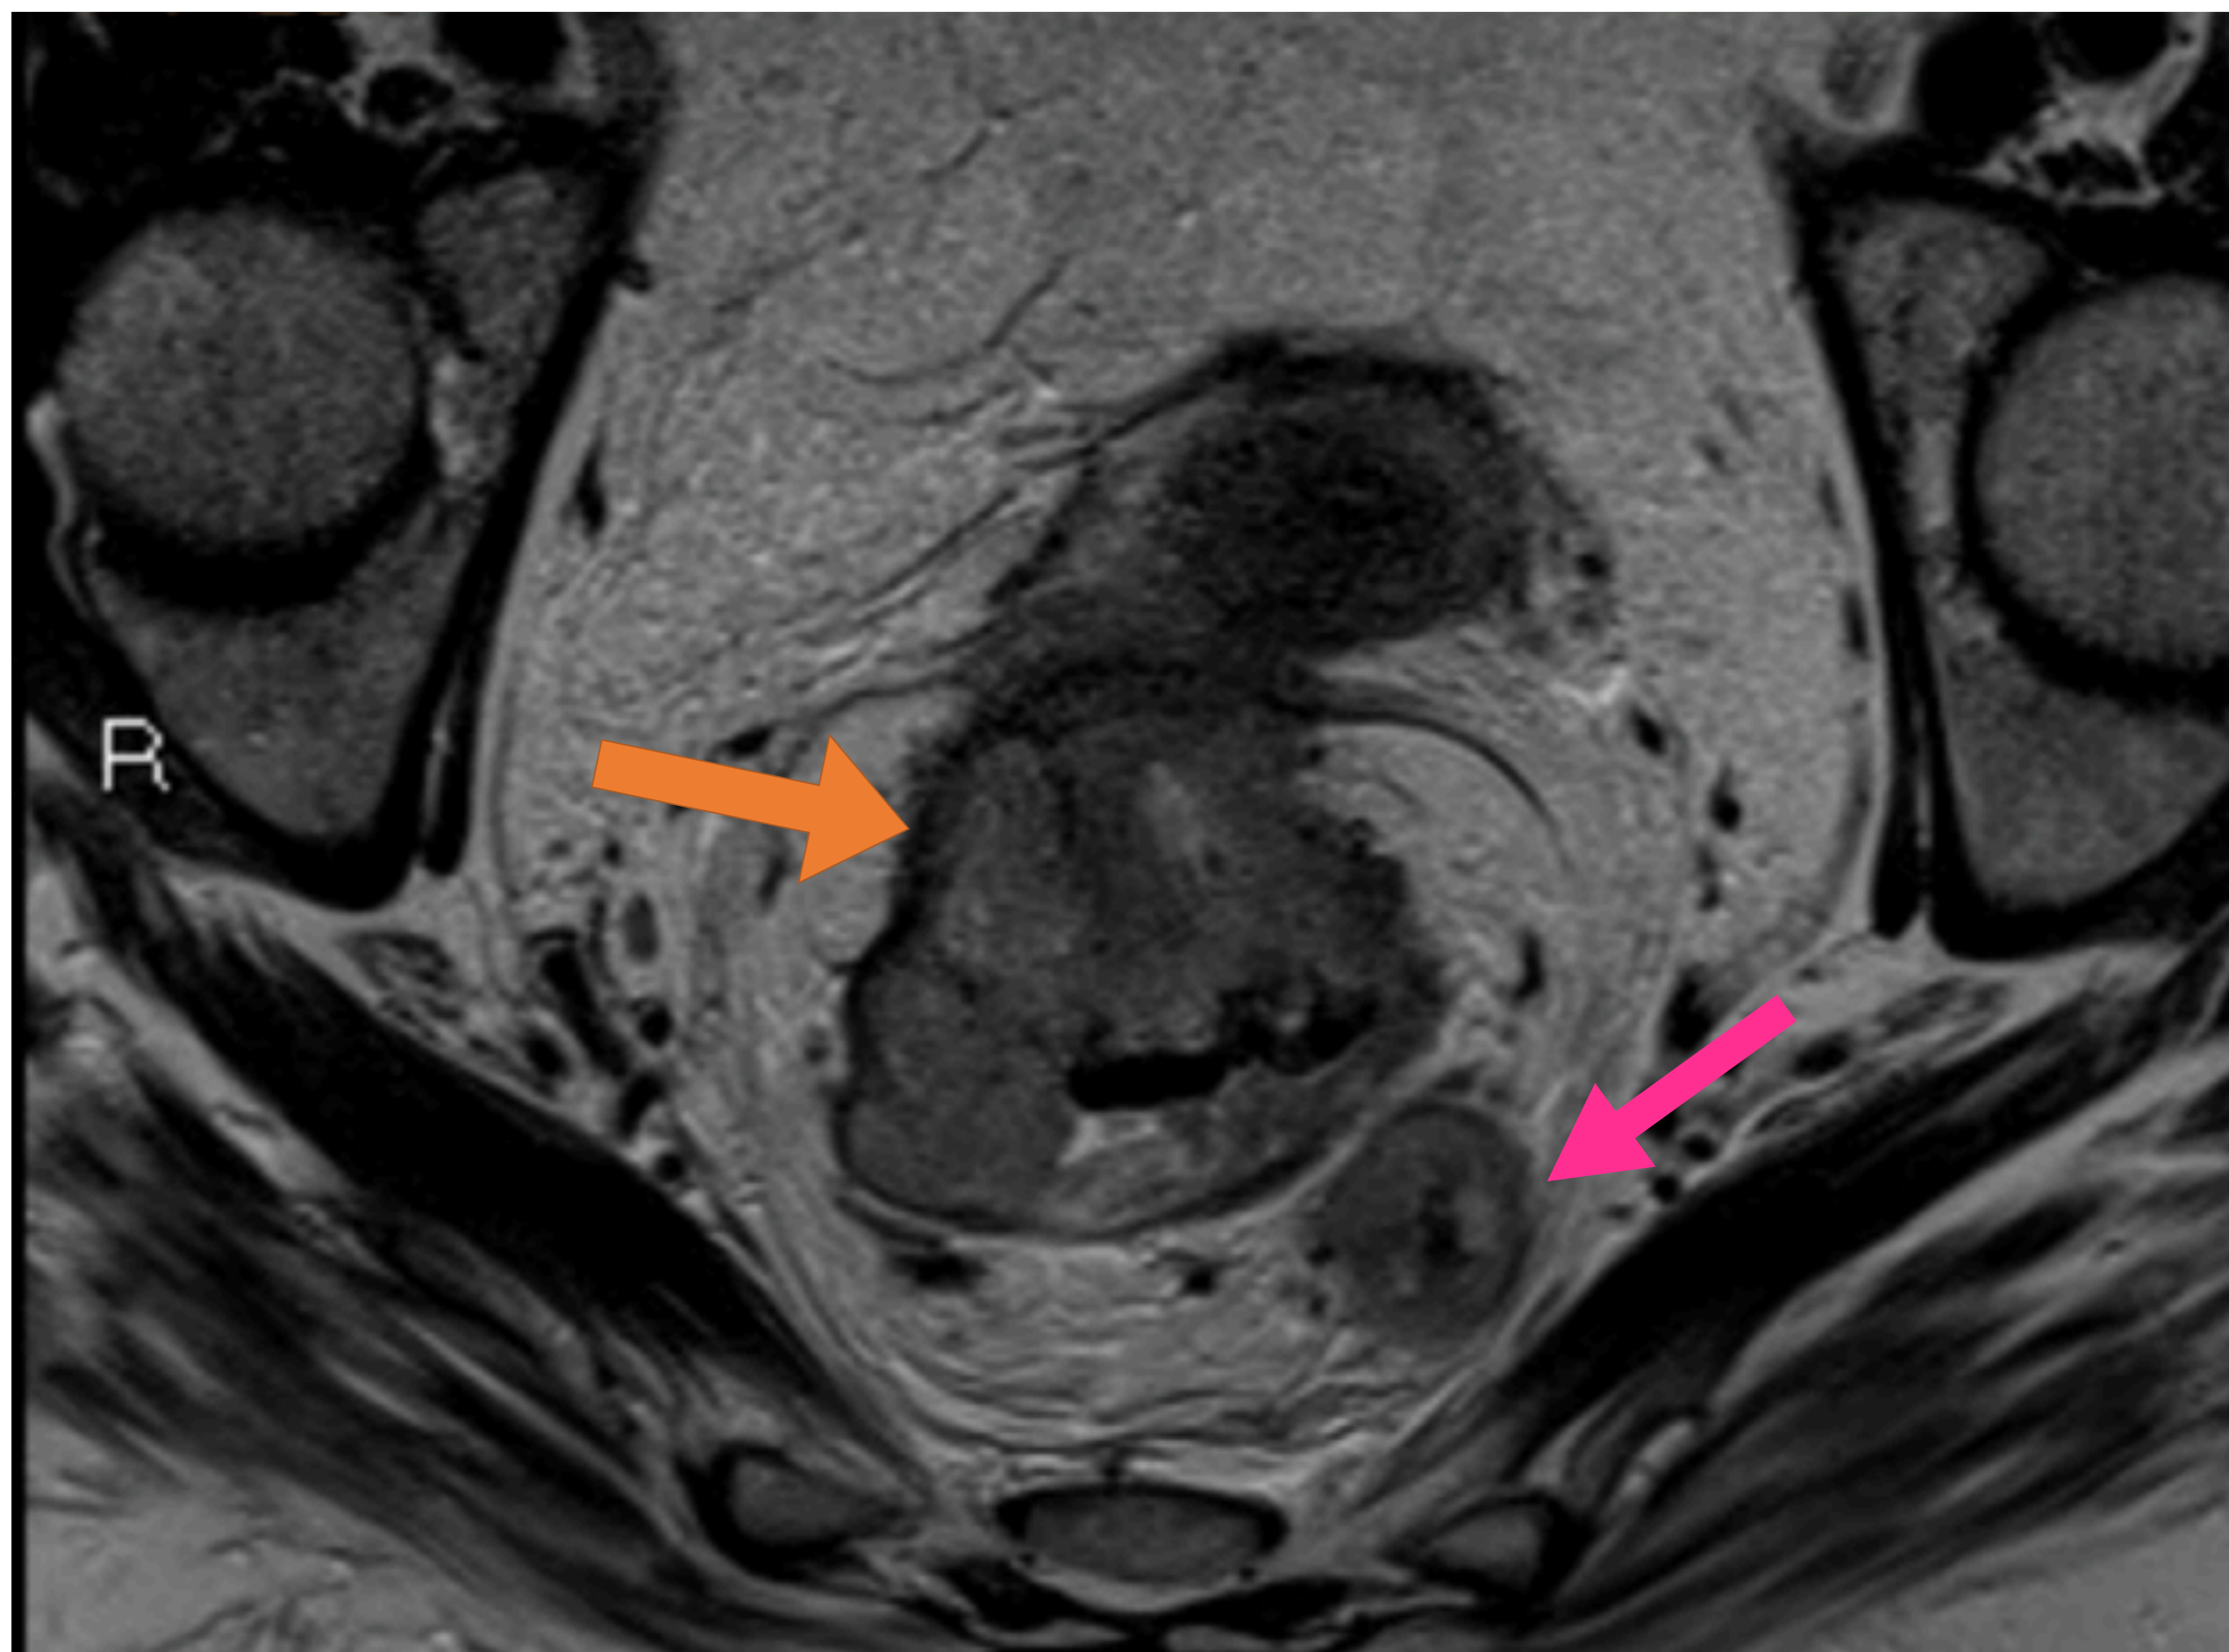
RMN secuencia T2 axial de la misma paciente que en figuras 4 y 5. Se aprecia la lesión neoplásica (flecha naranja) de aspecto mamelonado y crecimiento intraluminal que ocupa la práctica totalidad de la luz. Se aprecia asimismo otra lesión más pequeña en la vertiente izquierda de la grasa mesorrectal (flecha rosa) de 2 x 2.2 cms, en relación con implante tumoral.
